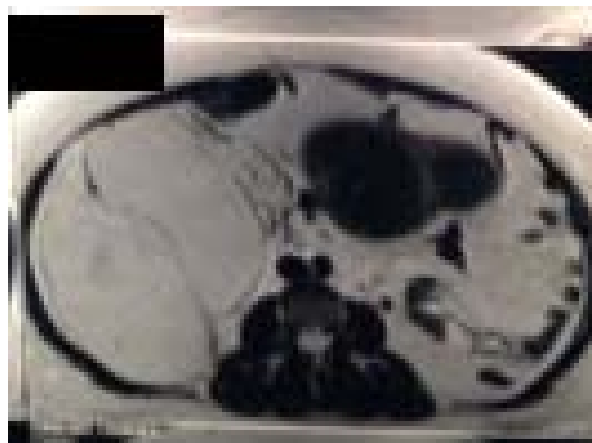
RMN T1 muestra gran lesión retroperitoneal de densidad grasa que ocupa flanco y fosa ilíaca derecha. En hipogastrio útero miomatoso.
